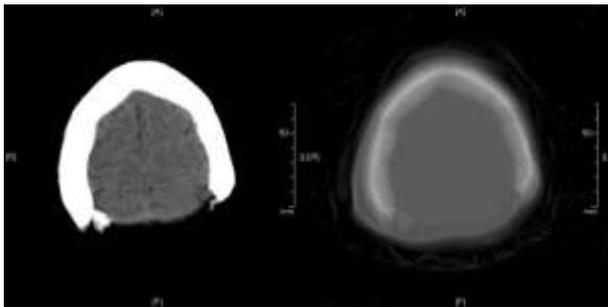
Grau III: Tomografia computadorizada de crânio evidenciando avulsão da calota craniana em região parietal alta posterior bilateralmente. Janela de partes moles e janela óssea.
